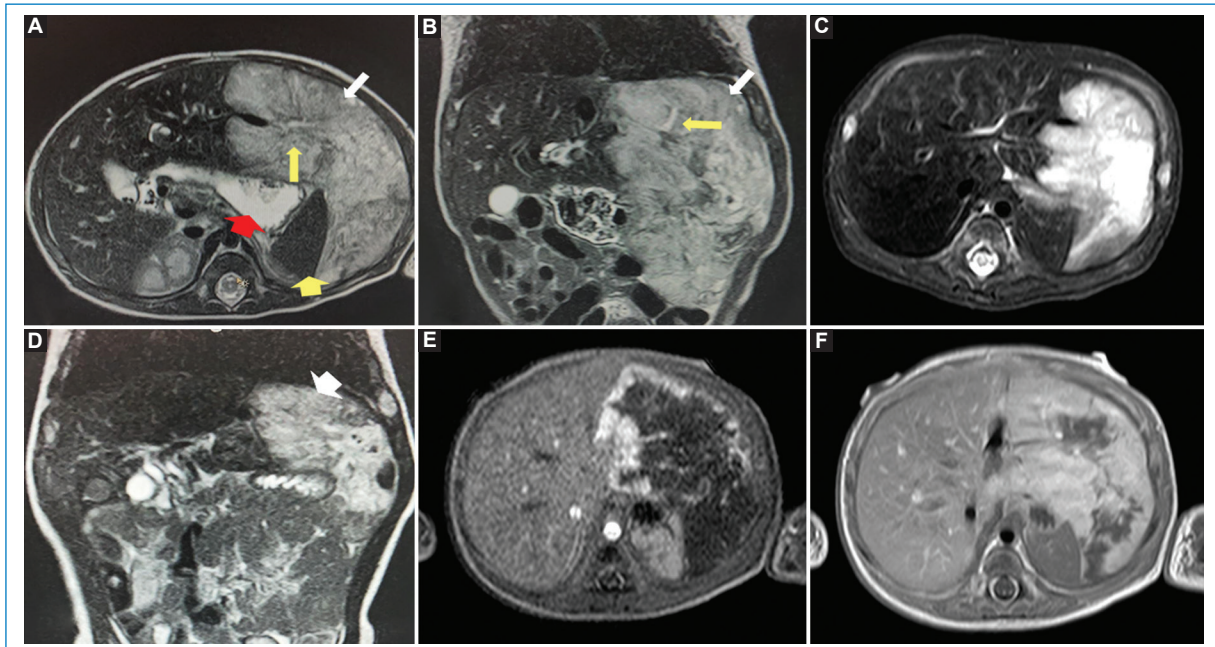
RICH. RM a los 6 días de vida: corte axial SE T2 (A) y corte coronal SE T2 (B). Masa que ocupa los segmentos II y III del lóbulo hepático izquierdo, hiperintensa en T2 (flechas blancas), con vasos en su interior (flechas amarillas). Desplaza posteriormente al estómago (punta de flecha roja) y al bazo (punta de flecha amarilla). RM posnatal al mes de vida: corte axial SE T2 (C) y corte coronal SE T2 (D). En el estudio dinámico con T1 TSE tras la administración de contraste (E y F) se observa una marcada disminución del tamaño del hemangioma (flecha corta blanca en D). La lesión muestra una señal heterogénea, hiperintensa en T2 e hipointensa en T1, con realce nodular periférico en la fase arterial y llenado centrípeta en las fases portal y tardía. Las áreas centrales hipointensas e irregulares sugieren trombosis, necrosis o fibrosis, mientras que una zona periférica hiperintensa en T1 probablemente indica hemorragia.
